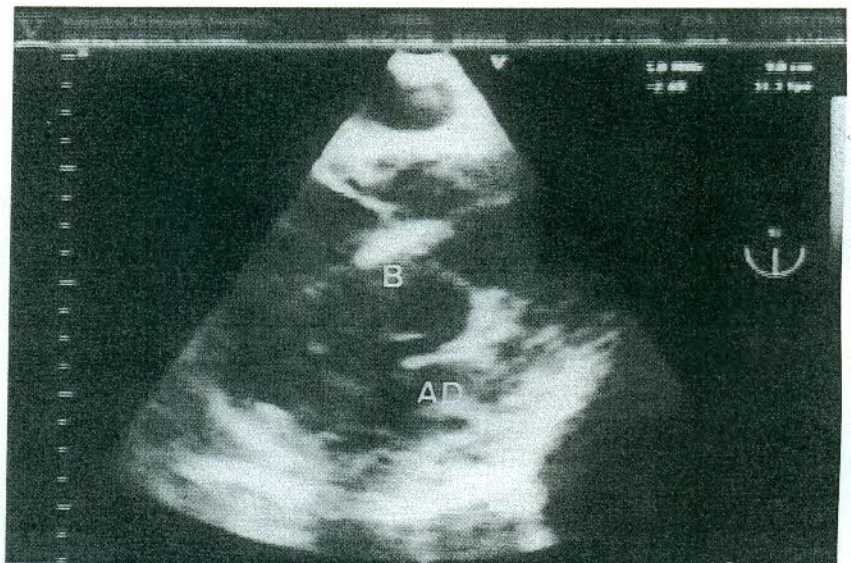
Biótopo através da punção da veia jugular interna direcionado para a massa a biopsiar sob visualização de ecocardiografia transesofágica.
